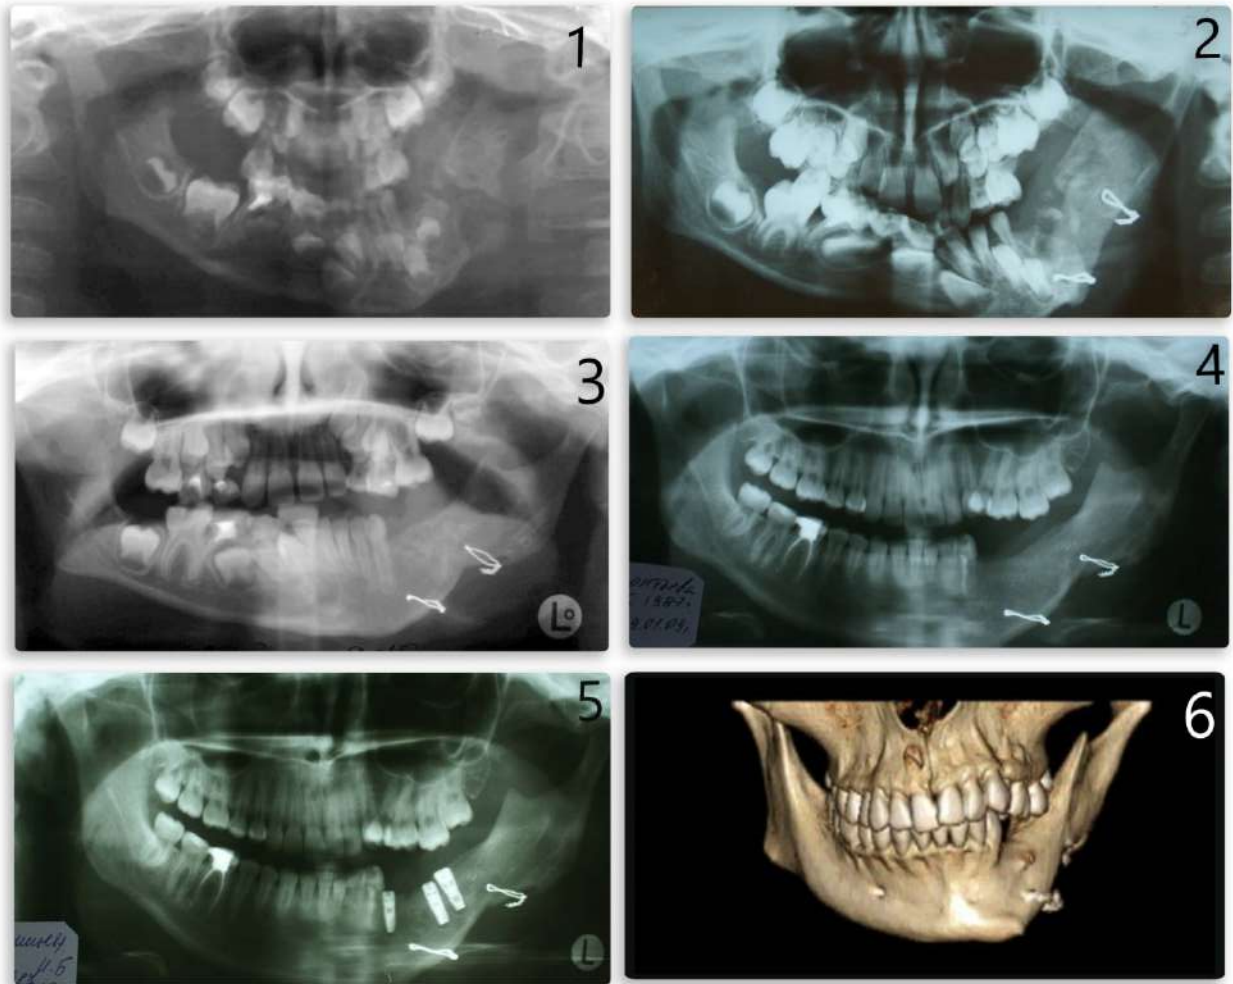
1) – ОПТГ до проведения реконструкции НЧ аллогенным трансплантатом серии «Аллоплант»; 2) – ОПТГ через 1 день после проведения операции; 3) – ОПТГ через 3 года после операции; 4) – ОПТГ через 15 лет после операции; 5) – ОПТГ после установки дентальных имплантатов через 17 лет после операции; 6) - 3D визуализация нижней челюсти по данным КТ.
